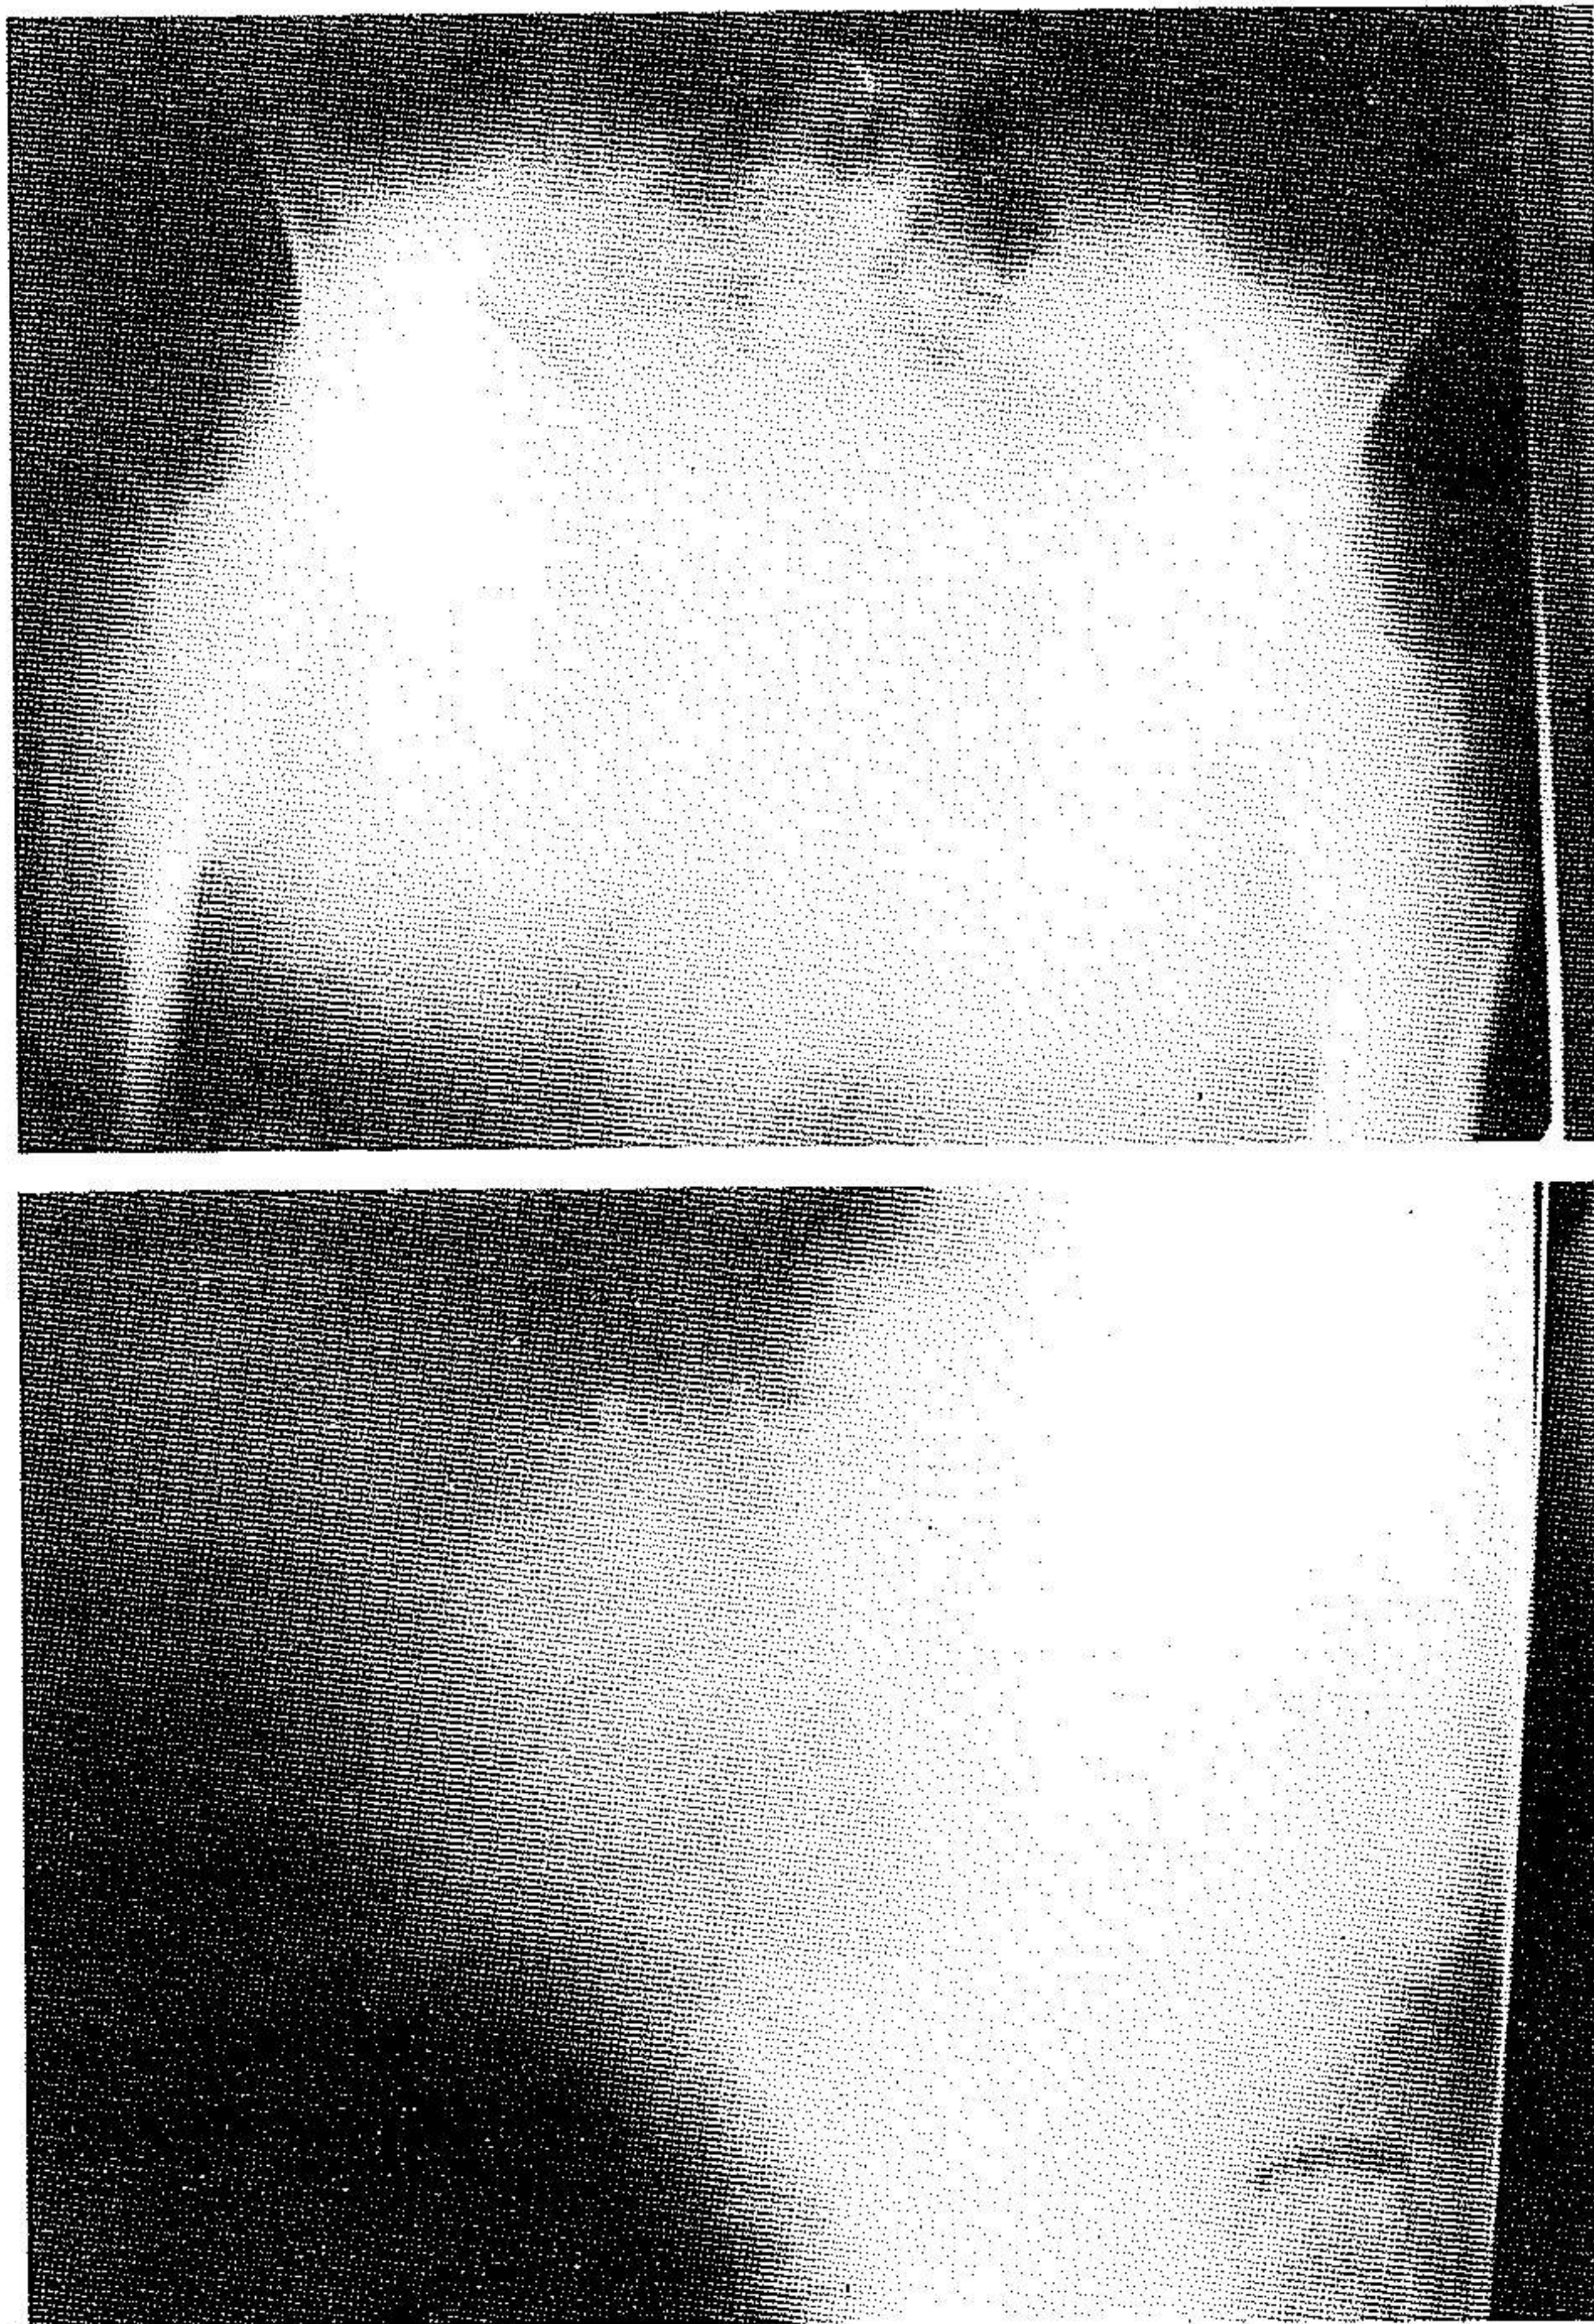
Radiographie du bassin face et profil démontrant la destruction osseuse.
